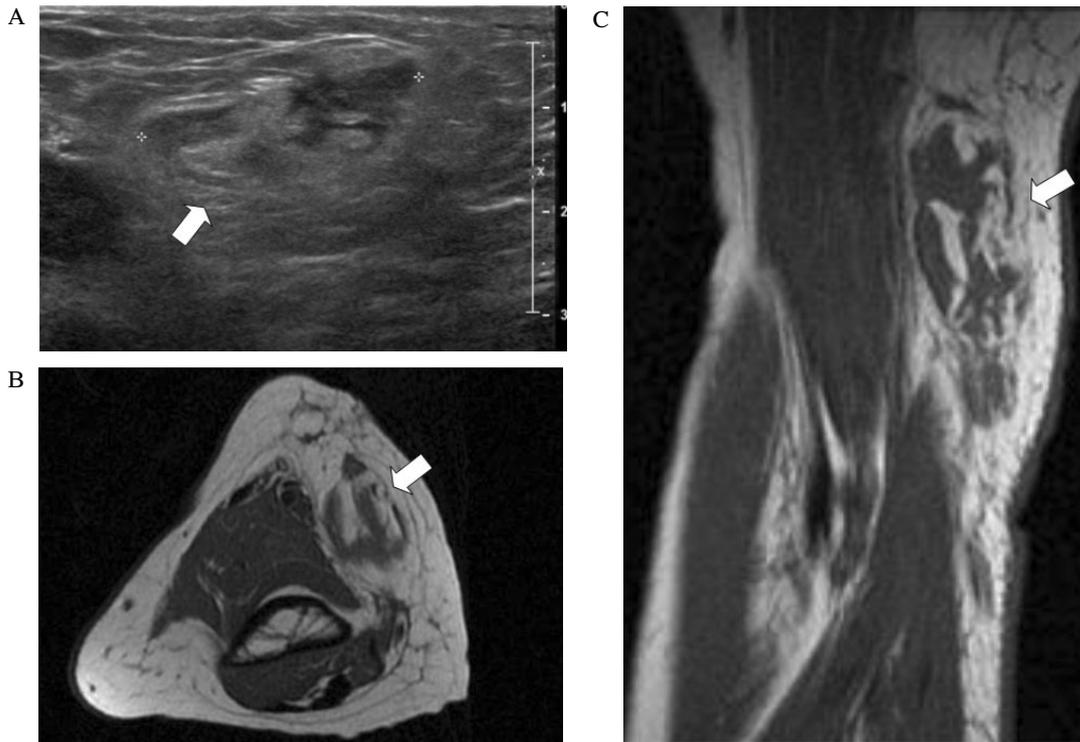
Ultrasonography (A) and MRI (B, C) show an irregular shaped heterogenous lesion in the epichondylar region of right elbow, suggesting infectious lymphadenitis with necrotic change and surrounding cellulitis (arrow).
